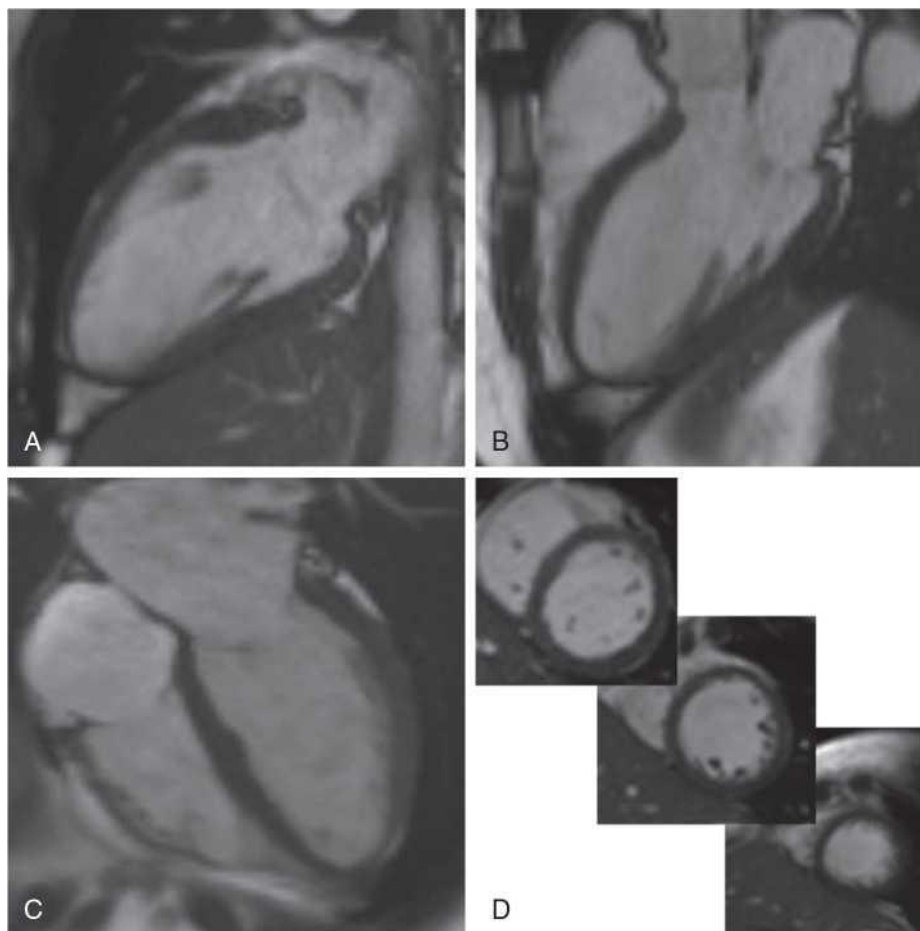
CMR images in various standard anatomic planes. (A) Two-chamber long-axis view; (B) three-chamber view; (C) four-chamber view; and (D) short-axis views at the basal, mid-ventricular, and apical level. CMR, Cardiac magnetic resonance.
